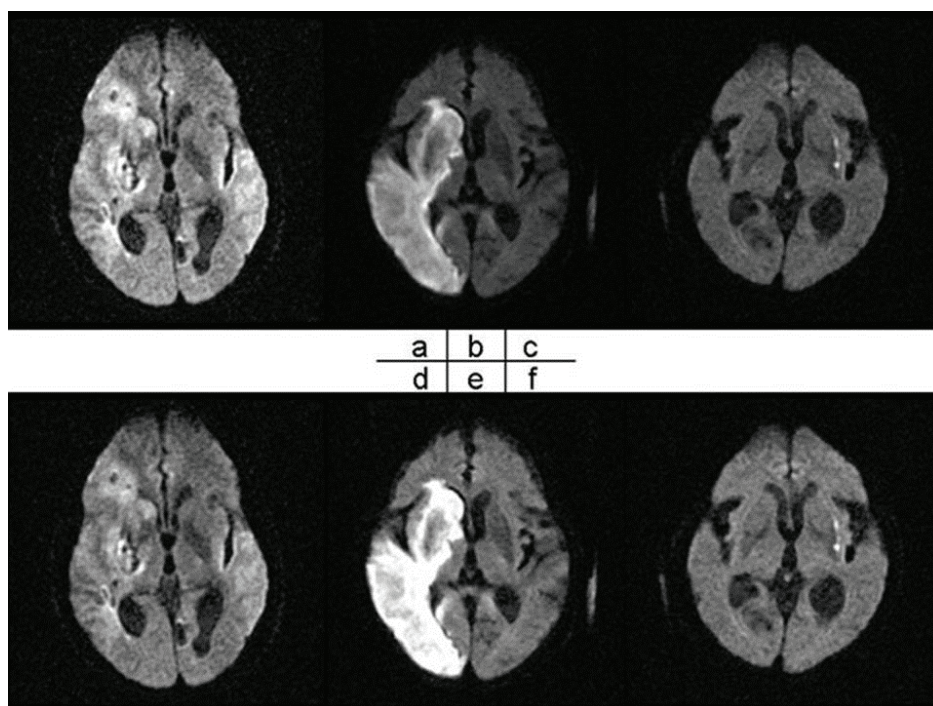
3 例の DWI 症例の比較. (a)・(b)・(c) 手動方法により調節された DWI, (d)・(e)・(f) 本手法により調節された DWI
